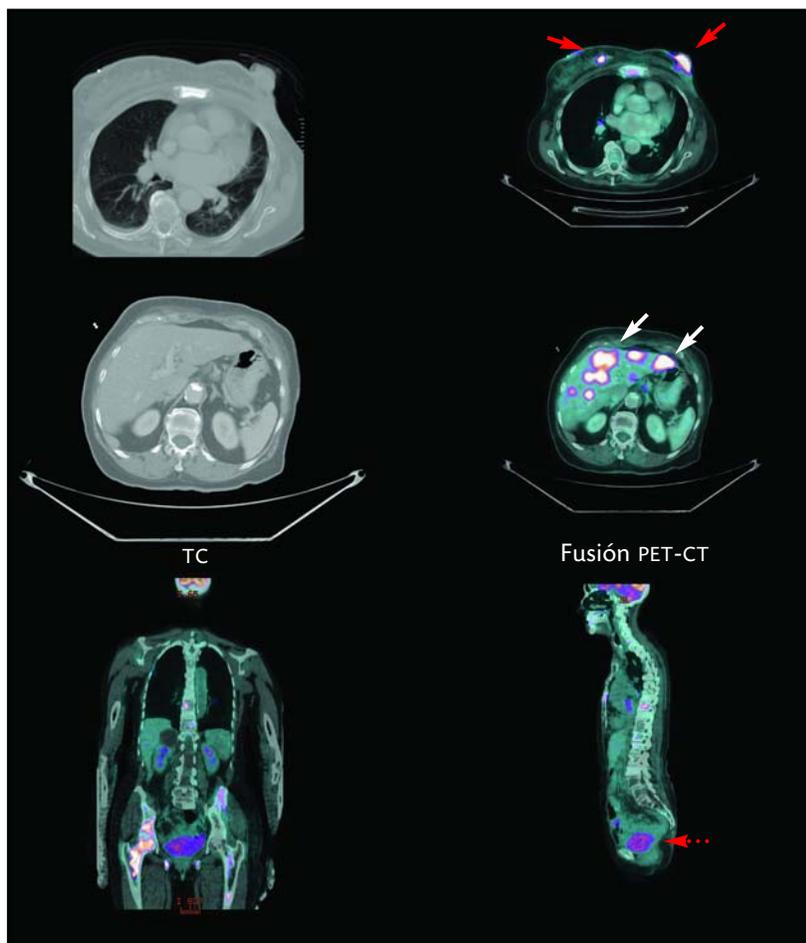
Paciente femenina de 55 años de edad con cáncer mamario en ambas mamas (flechas) y dolor óseo. En el PET se diagnostican metástasis en hígado (flechas blancas) realizadas por la captación del radiofármaco, así como en columna y cadera derecha (flechas punteadas).
